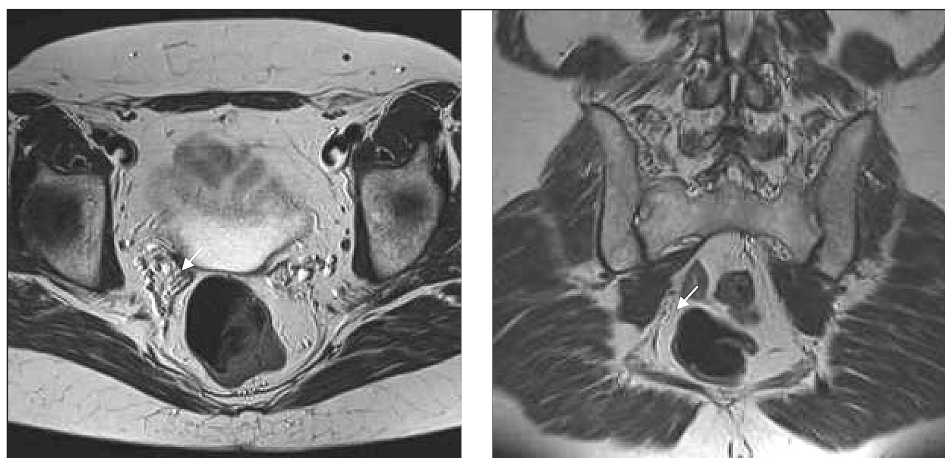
МРТ. Признаки регресса рецидивного объемного образования малого таза
